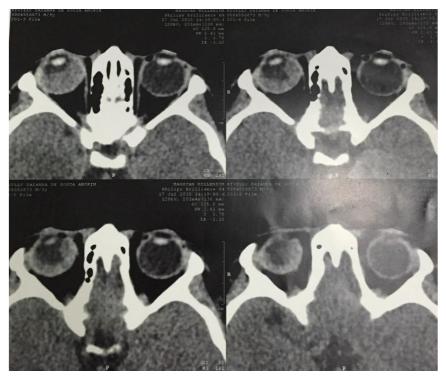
Tomografia computadorizada de órbitas, revelando conteúdo espontaneamente denso ocupando grande parte do vítreo à direita, sem realce pelo meio de contraste e ausência de calcificações.
